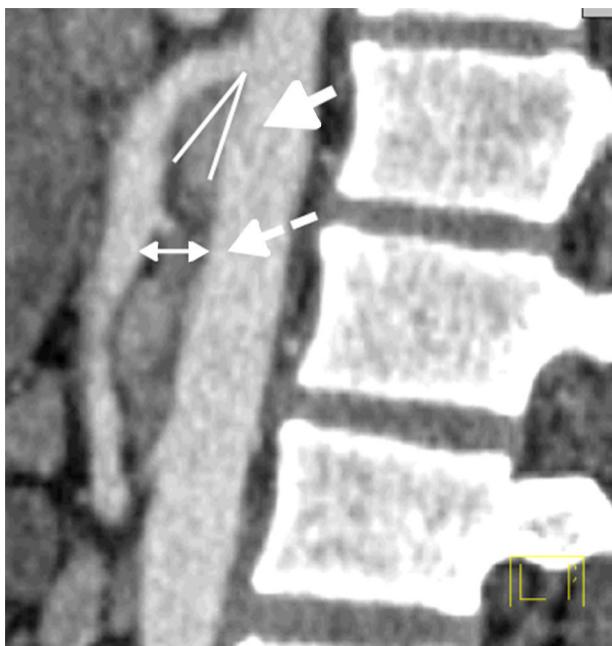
Tomografía axial computada con contraste oral e intravenoso en fase arterial, donde se observa disminución del ángulo de la arteria mesentérica superior (flecha continua) y de la distancia aortomesentérica (flecha discontinua).
